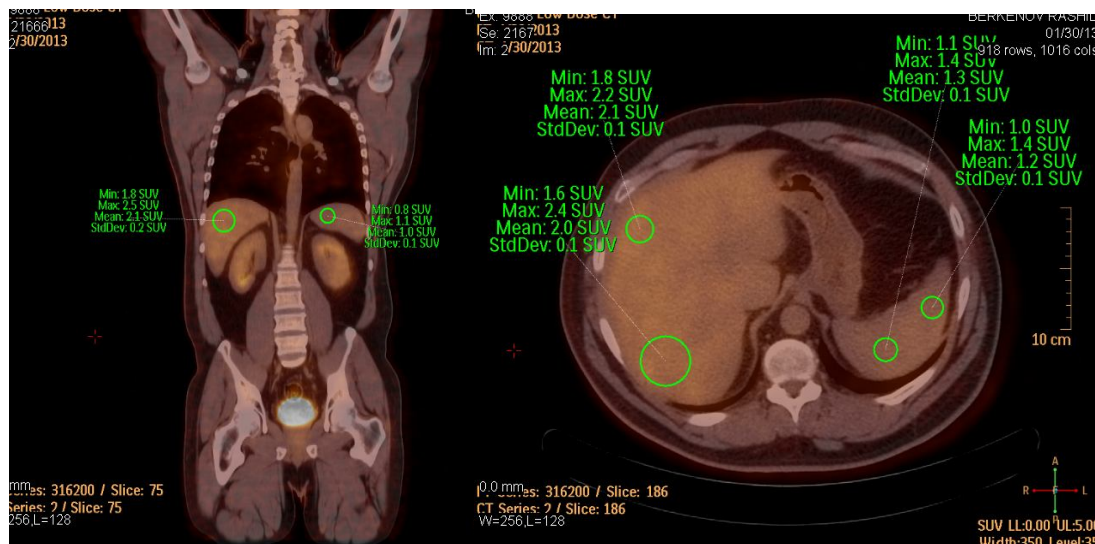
ПЭТ/КТ-картина (код 5) с введением 18F-FDG
